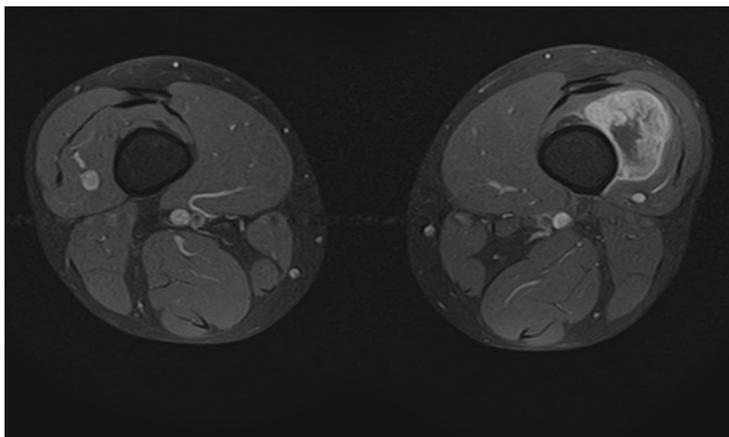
RMN sequenza T1 con MDC sul piano assiale di un rhabdomyosarcoma
